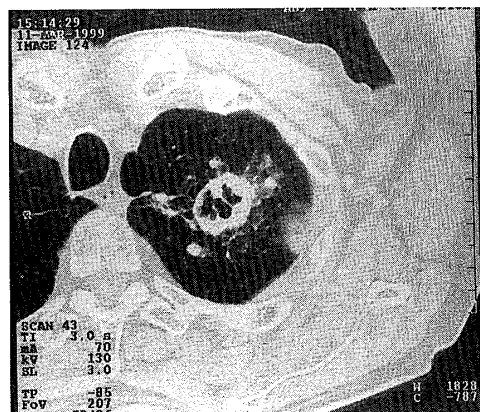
Chest CT scan showing a multilocular mass shadow in left S¹⁺² with a cavity and small shadows suggestive of metastases around the primary mass. One of the latter contains a cavity.
